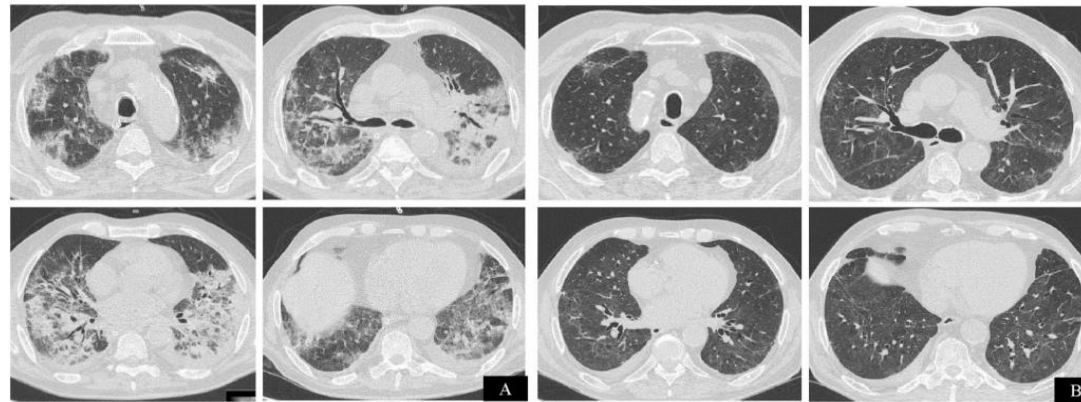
Chest CT axial images of COVID-19 pneumonia of patient 2. Patchy consolidations and ground-glass opacities with signs of organizing pneumonia in the sub-acute phase (panel A). Chest CT performed 1 month after corticosteroid suspension, demonstrating radiological resolution of airspace disease with mild residual pulmonary fibrosis without honeycombing (panel B).
